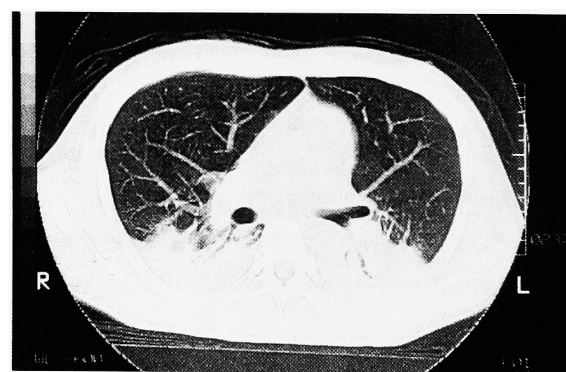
On the 4th day after the transplantation, chest CT scan revealed pleural effusion and pulmonary consolidation.
